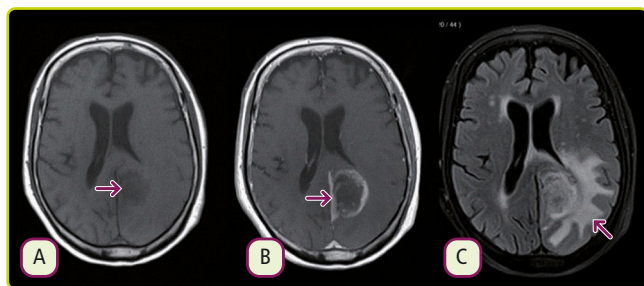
Glioblastoma multiforme. RM secuencia T1 sin contraste (A) y con contraste (B) que muestran una masa parietooccipital izquierda que presenta realce periférico y edema perilesional, más evidente en secuencia FLAIR (C).
